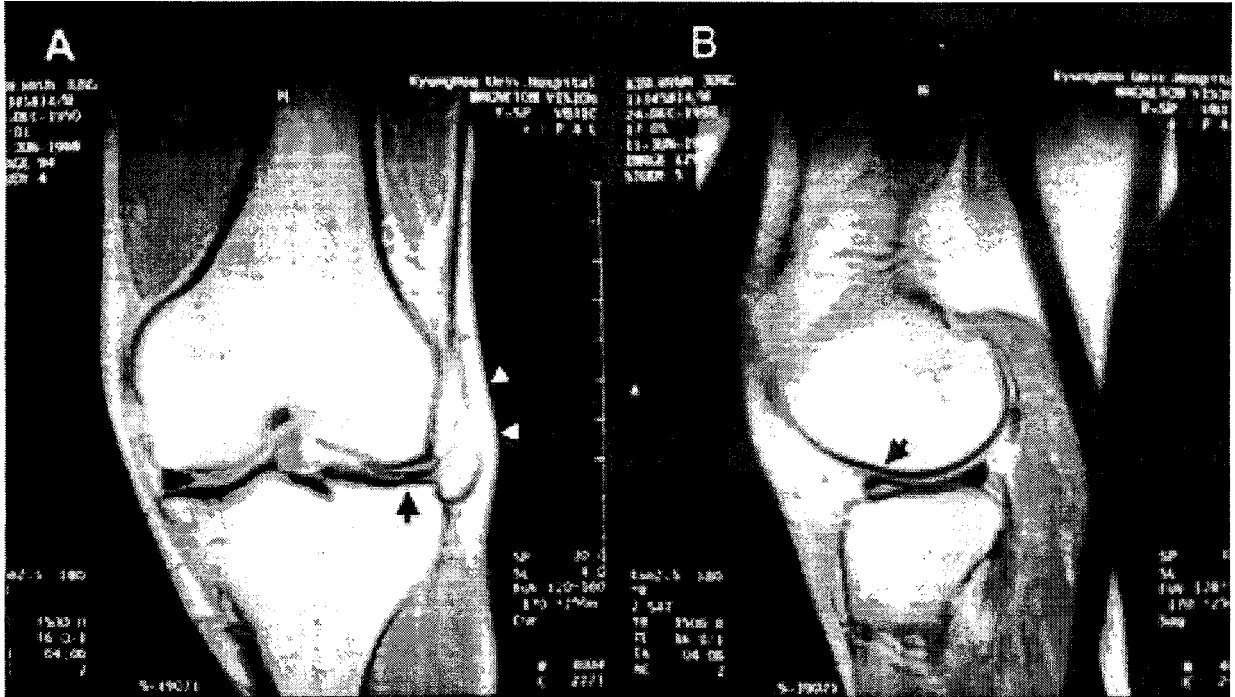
(A) Coronal plane T2-weighted magnetic resonance image showing horizontal tear (arrow) of lateral meniscus with large meniscal cyst (arrow head).
